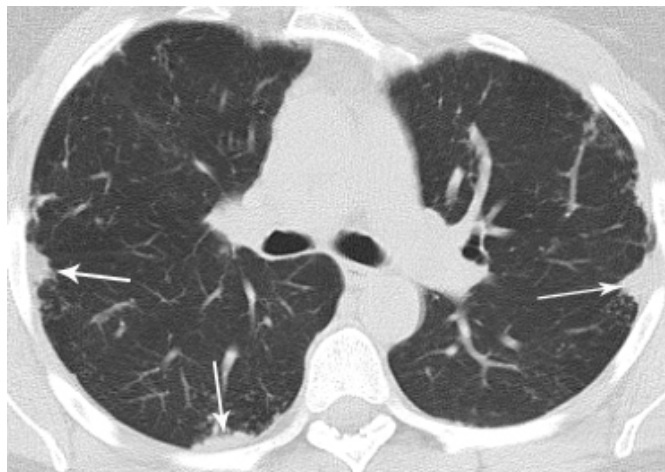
Саркоїдоз II стадії, КТ: субплевральна локалізація ділянок ураження паренхіми
